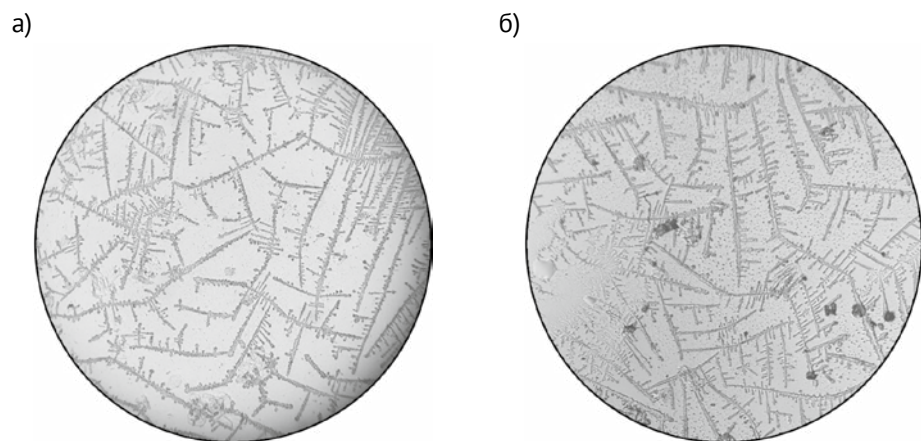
4б. Курсант С., 18 лет. Фотография кристаллов слюны: а) до начала ортодонтического лечения (IV тип по О.Ю. Пузиковой, 1972); б) спустя 13 месяцев от начала ортодонтического лечения (сохраняется IV тип кристаллов)
